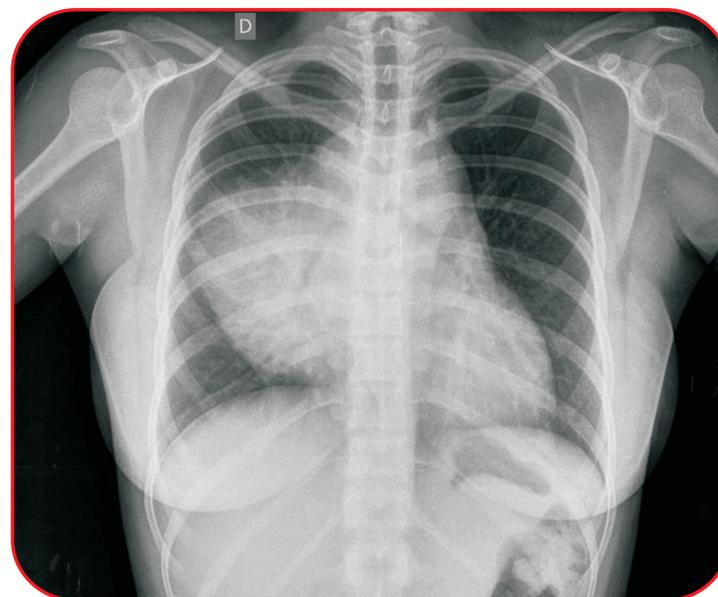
Radiografia de tórax do dia 25/04/2017
